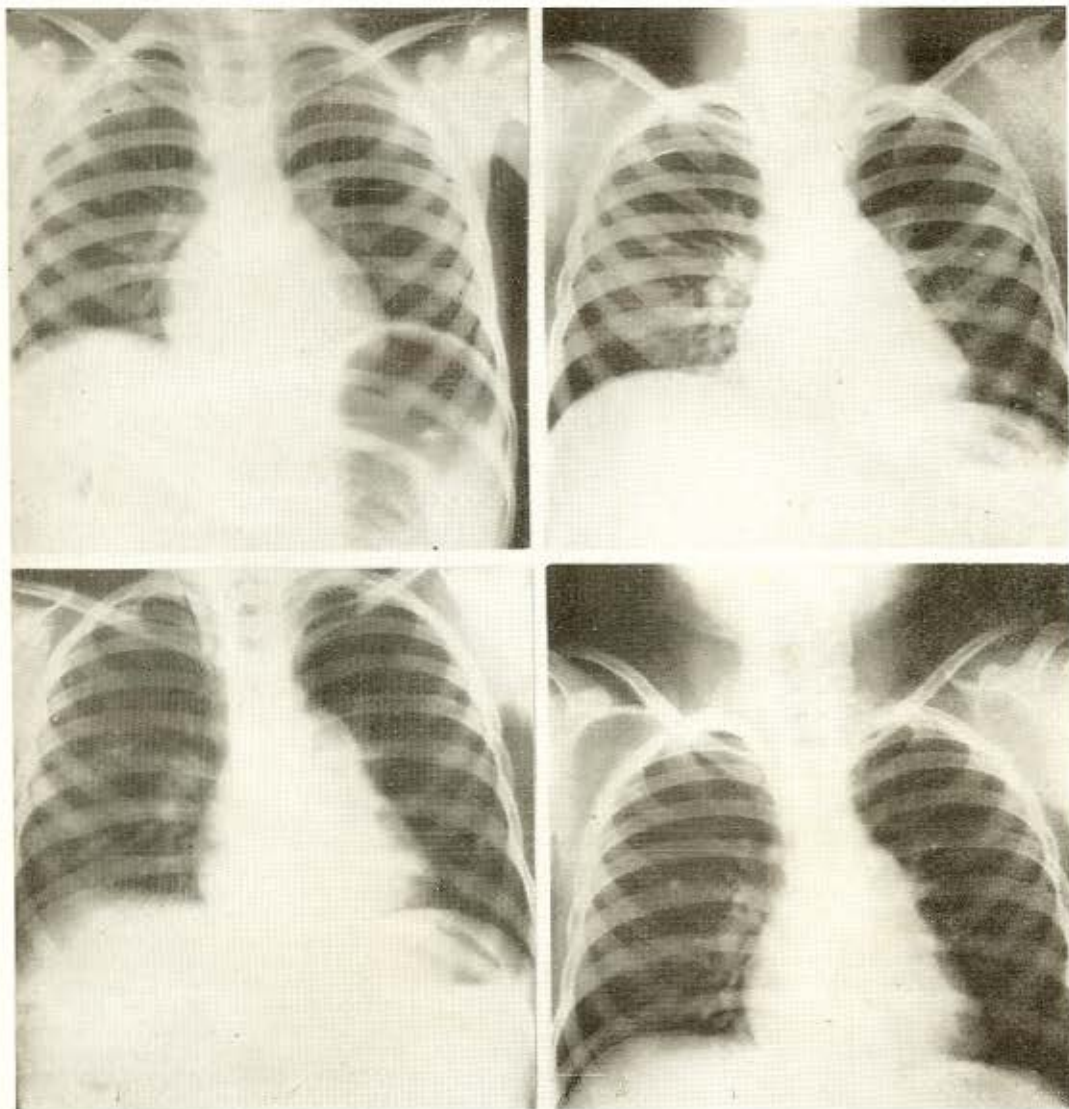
Em 21/3/61 (1.^a radiografia): discreto aumento da área cardíaca, com nítido aumento de AD; o arco médio está normal; hilos espessados, trama vascular acentuada, micronodulação mais evidente na base do pulmão D. Na evolução (21/8/61, 23/11/61 e 23/3/62) persistiu o quadro pulmonar, mas há nítido aumento do arco médio, num quarto período, traduzindo dilatação da artéria pulmonar, provavelmente decorrente da hipertensão pulmonar.
